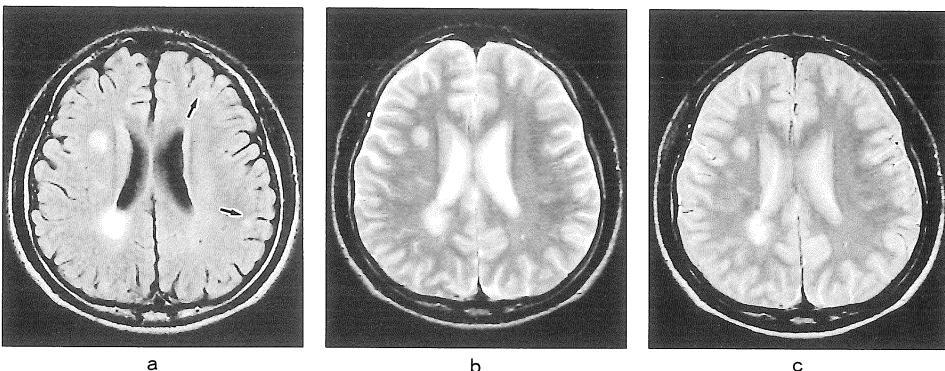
Case 2. 21-year-old man. Three lesions are noted in the white matter of the right frontal and parietal lobes. All of them are more clearly demonstrated on FLAIR image (a, TR/TI/TE=9000/2200/119) than on T_2 -weighted (b, TR/TE=4000/90) and proton density-weighted (c, TR/TE=4000/22) image. In addition, tiny lesions are depicted only on FLAIR image (a, arrows) in the subcortex of the left frontal and parietal lobes.
